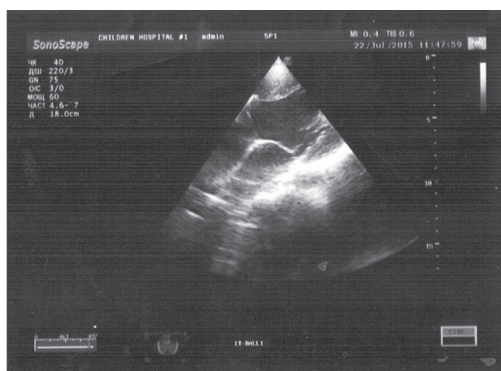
Эхокардиография. Парастеральная позиция по длинной оси, правое и левое предсердия, межпредсердная перегородка, митральный клапан, единственный желудочек
